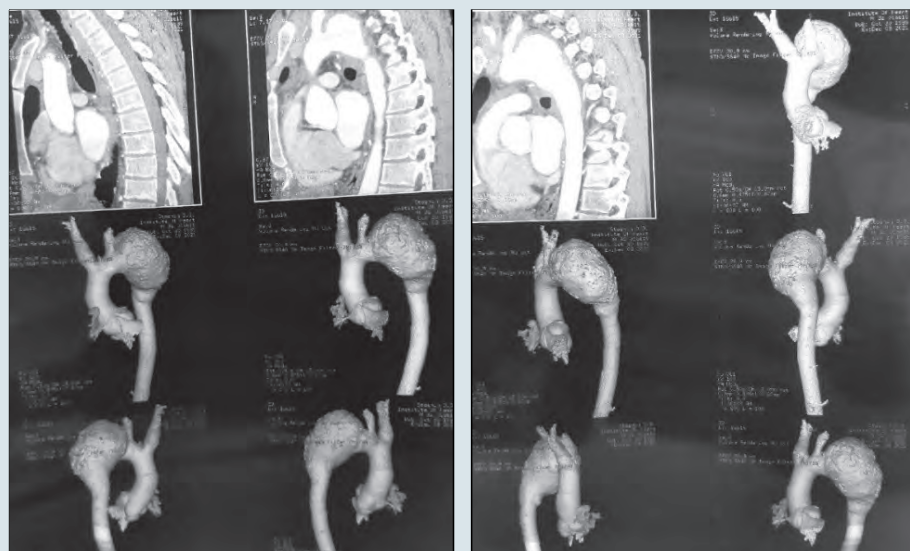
МСКТ аорти з контрастом
